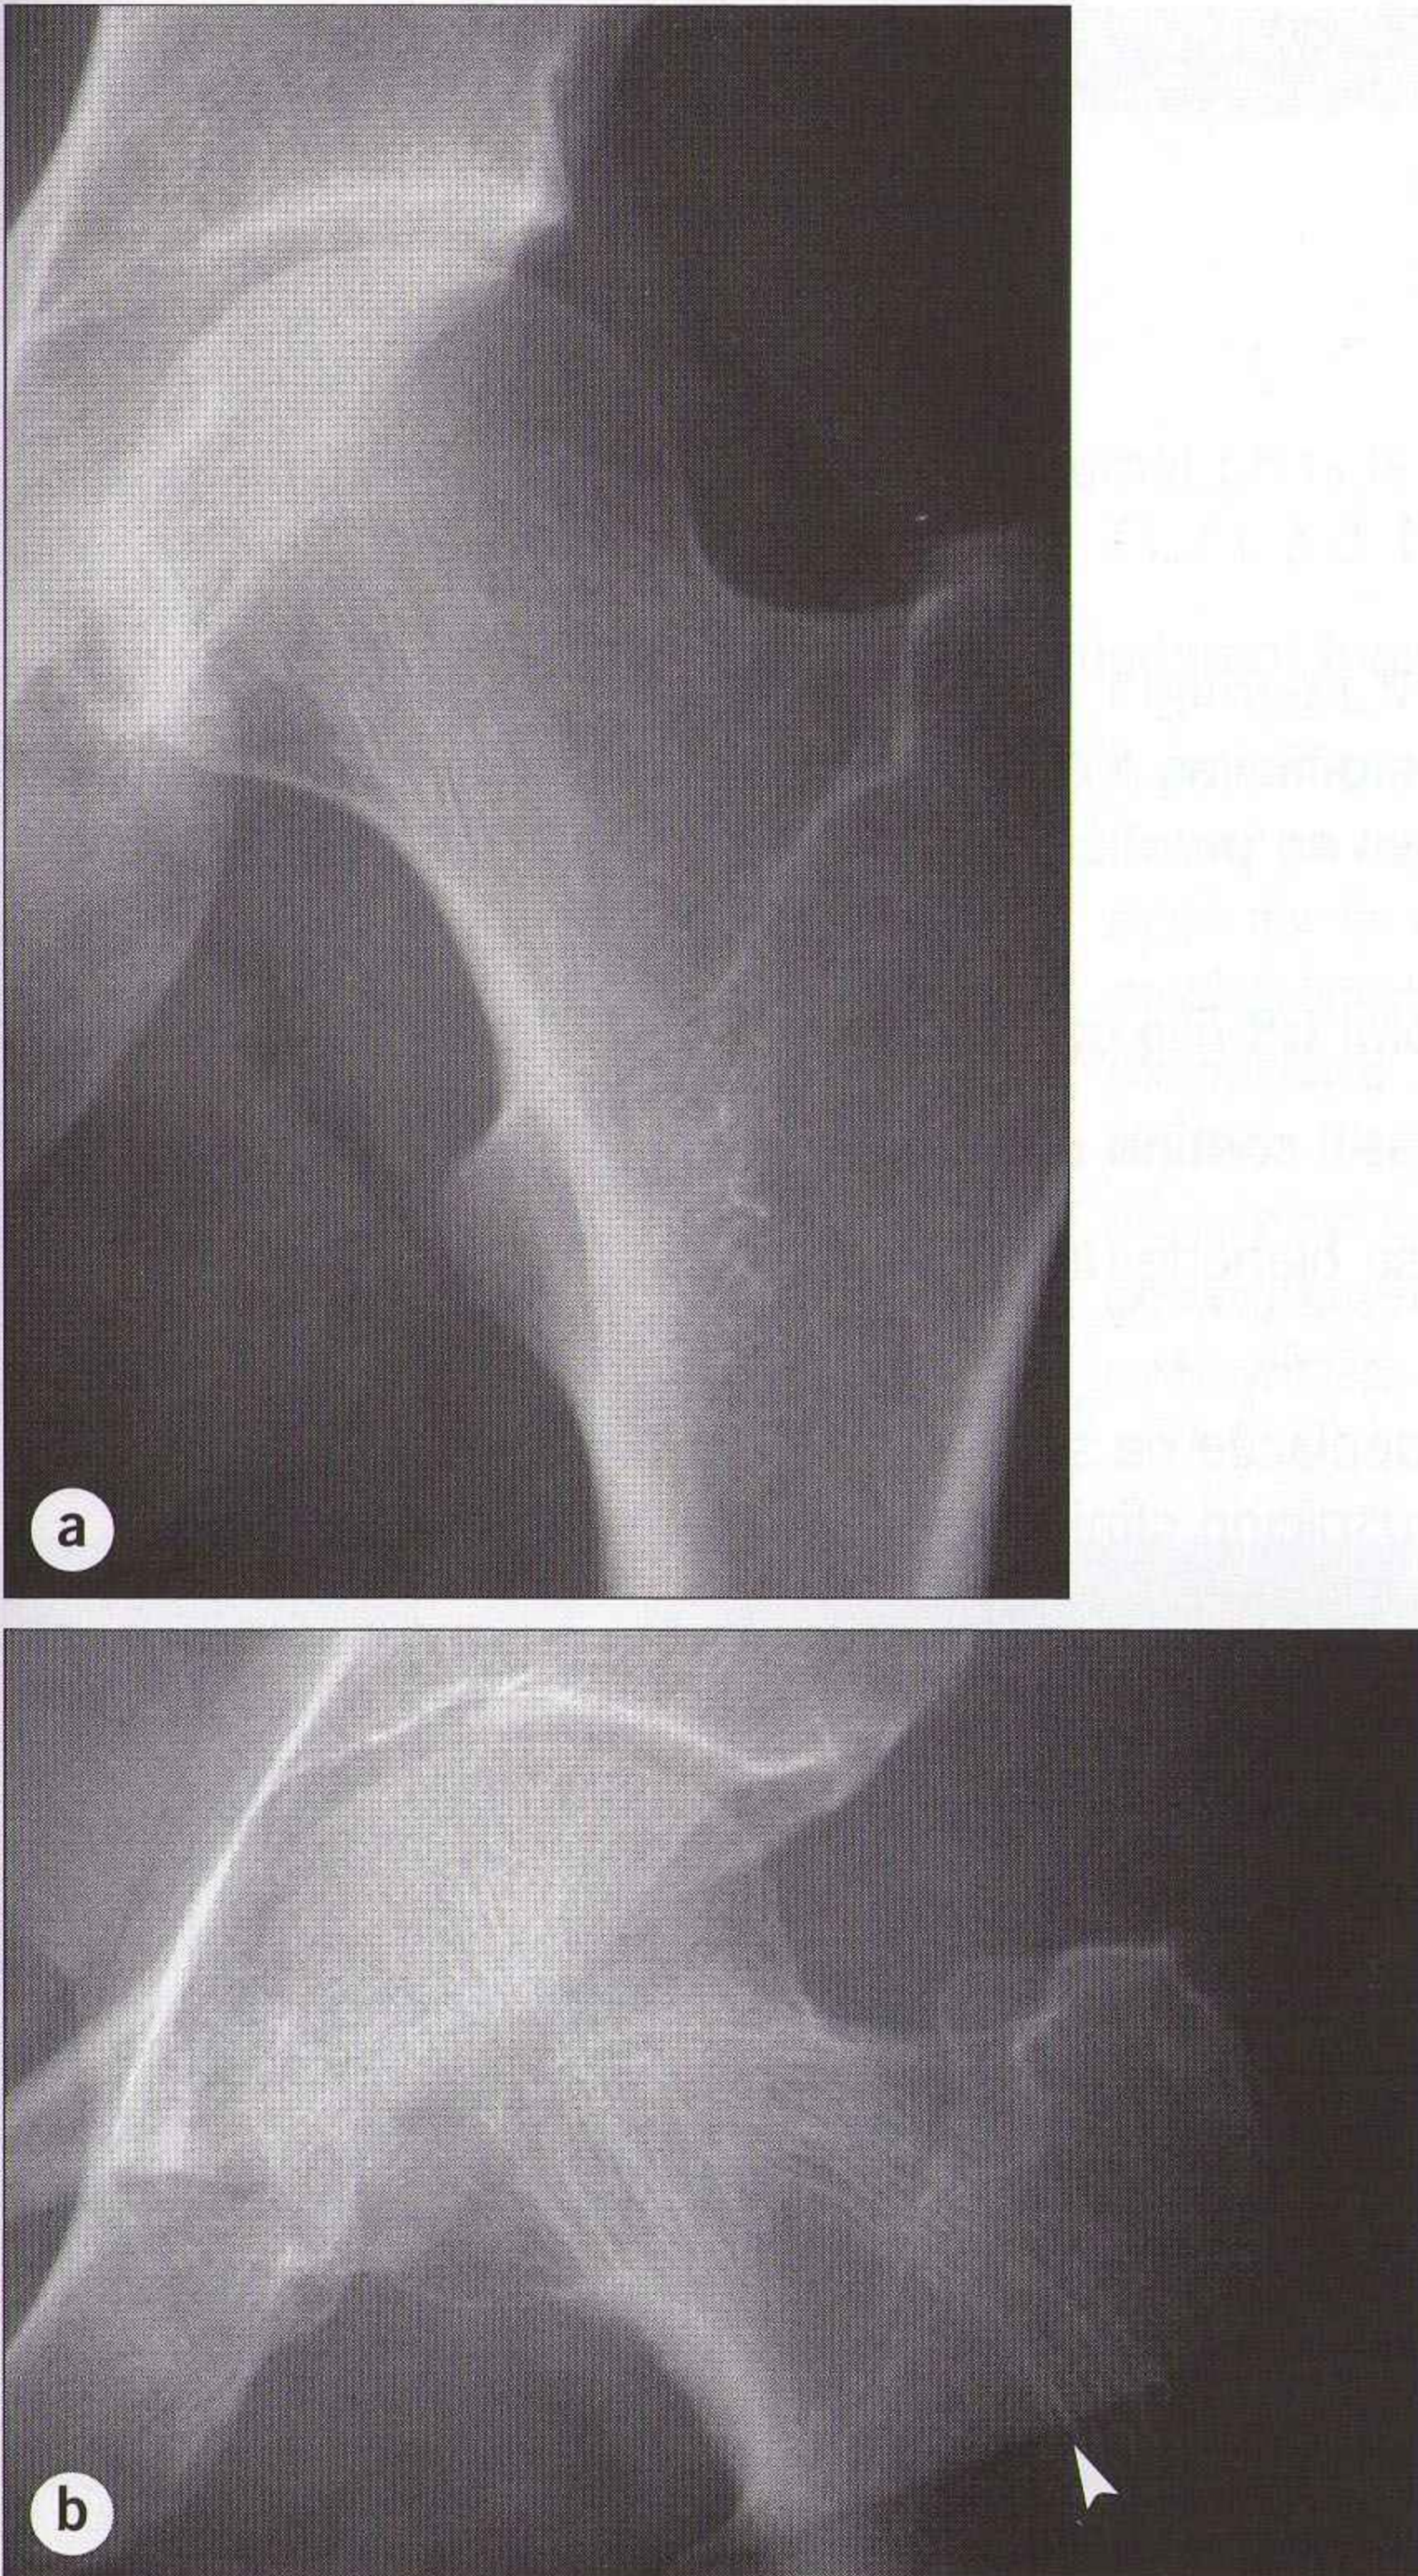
Incidence de face : hanches normales (deux patients différents [a] et [b]). Les corticales sont régulières, et il n'y a pas de bandes de sclérose (denses) transversales. Les travées osseuses normales (portantes) sont bien visibles en (b) ; moins visibles en (a). La visibilité du réseau trabéculaire est variable selon les patients. Noter le pli cutané en projection du fémur (b), tête de flèche). Un pli cutané peut parfois simuler une fracture, mais l'image d'un pli se poursuit de part et d'autre de l'os sur la radiographie.
